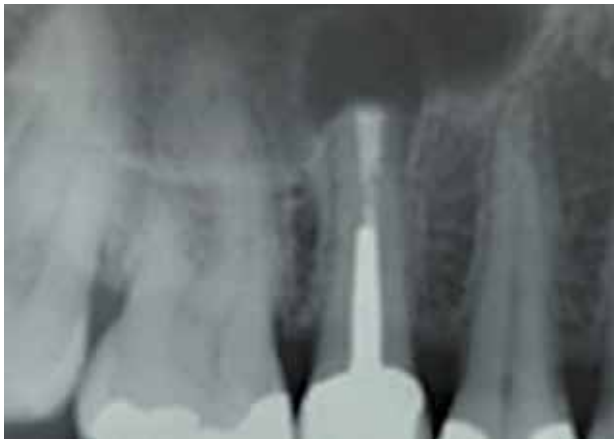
Intraoperatives Kontrollröntgen. Apikaler Knochendefekt durch Zyste in antro. Retrograde Wurzelfüllung mit MTA ohne Versprengung von WF-Material in die Kieferhöhle. Achsengerechte retrograde Aufbereitung, Unterschnitt. Die orthograde Anschlussfüllung ist erreicht.
